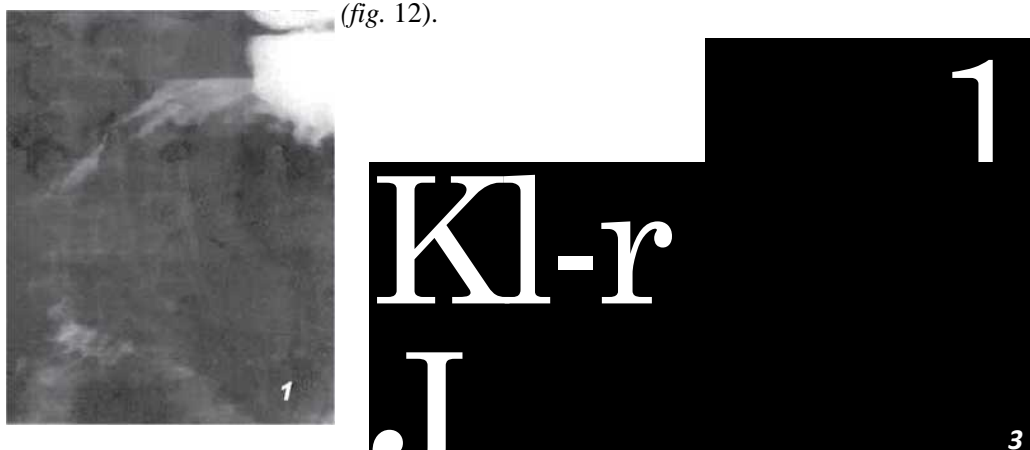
Radiografia stomacului și duodenului cu prânz baritat:
